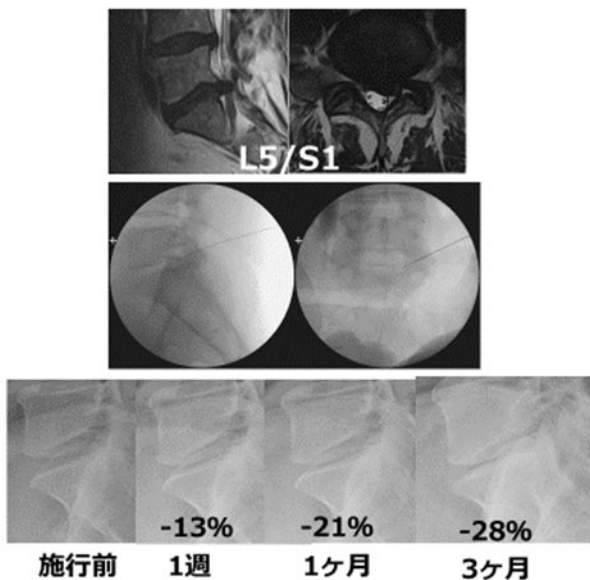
症例(MRI画像、ヘルニコア施行時の透視画像、椎間板高の変化率)
